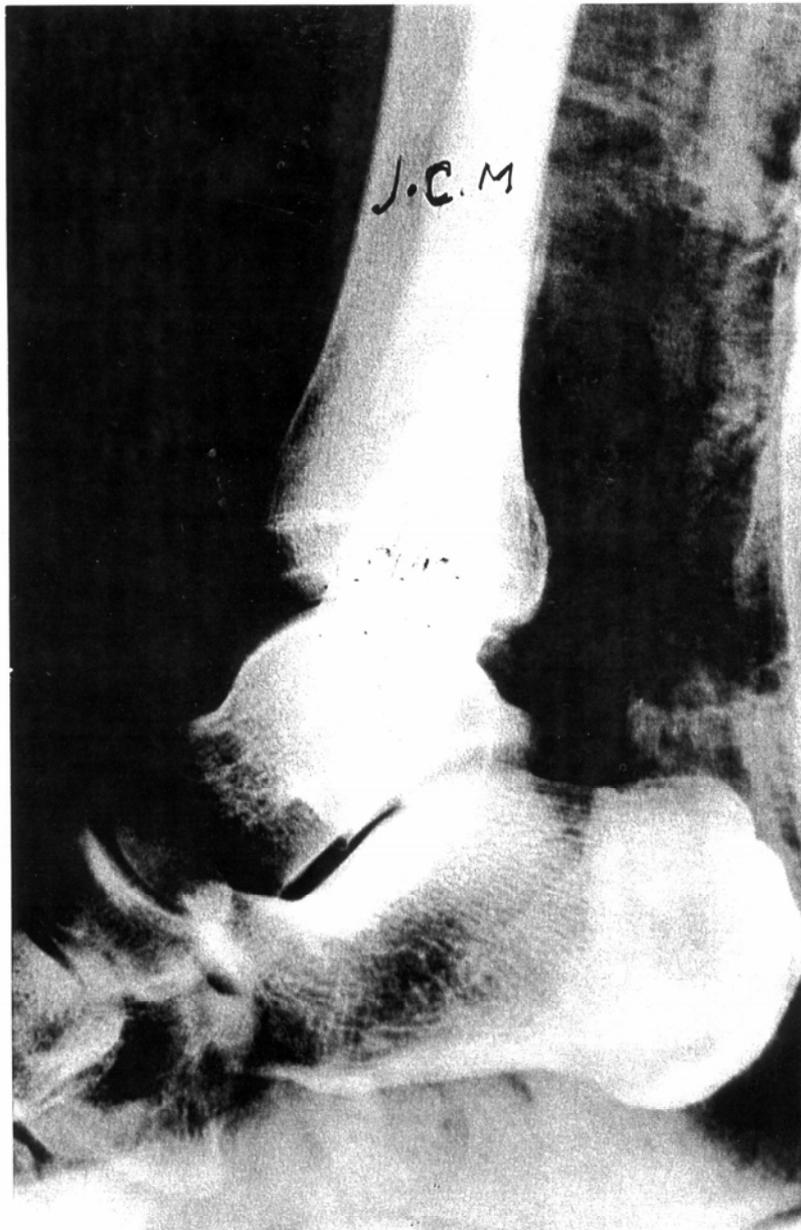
Radiografía lateral del mismo paciente donde se observa la reducción.
